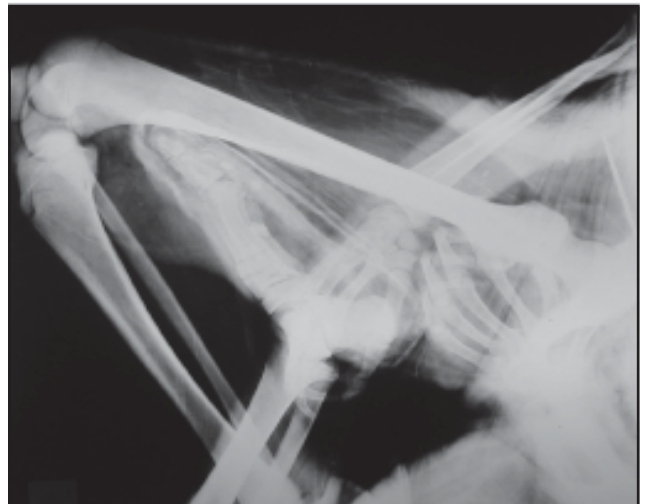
Rx de miembros inferiores de La Doncella donde se puede apreciar la buena mineralización ósea y la ausencia de líneas de Harris. La medición de los huesos largos para la determinación de la edad cronológica pudo efectuarse con dificultad. (Reproducida con autorización de Am J Roentgenol).
